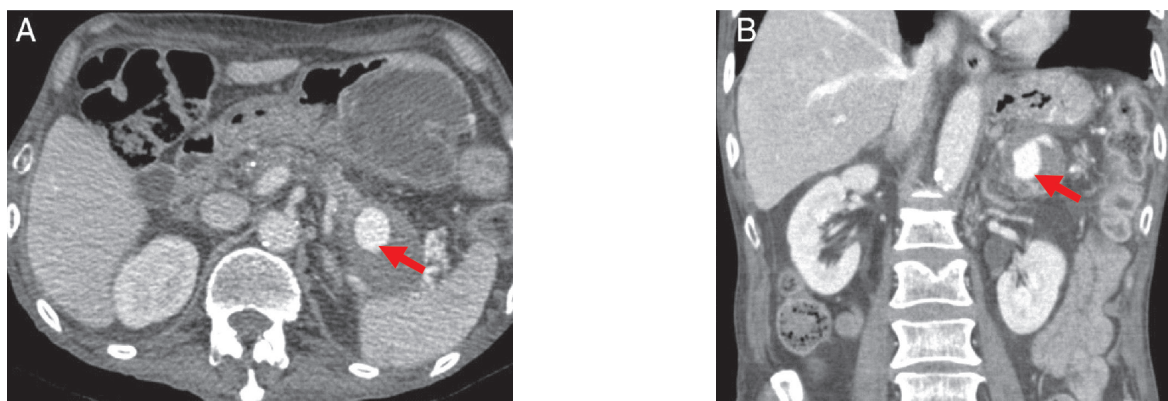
Осложнение хронического панкреатита: псевдоаневризма внутри псевдокисты поджелудочной железы (стрелки). Компьютерная томография органов брюшной полости в поперечной (А) и корональной (В) плоскостях с внутривенным контрастированием в портальную фазу. Псевдоаневризма внутри псевдокисты указана стрелками
